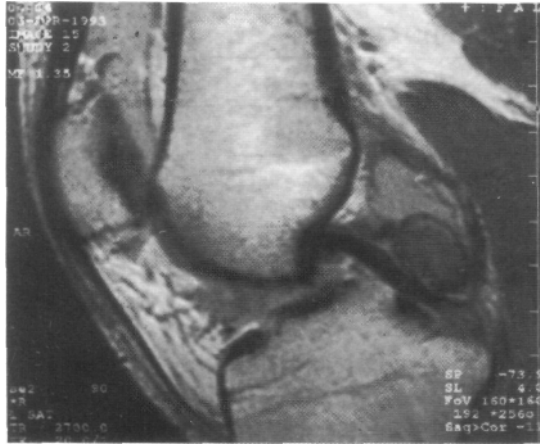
(caso 1). Corte sagital de RM preoperatoria. Se observa la lesión bien circunscripta por detrás del ligamento cruzado posterior.
